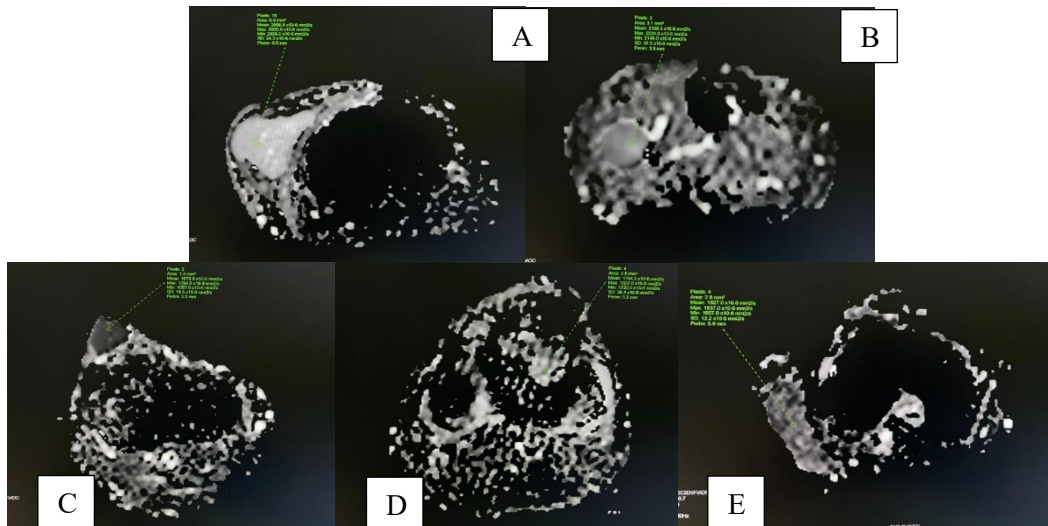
Citra DWI (ADC Mapping) MRI Knee Joint pada Kelompok Patologi Trauma/Injury. (A) Complete Tear ACL, (B) Fraktur Complete proximal tibia (C) Posterior Horn Lateral Meniscus Tear, (D) ACL Reconstruction.
